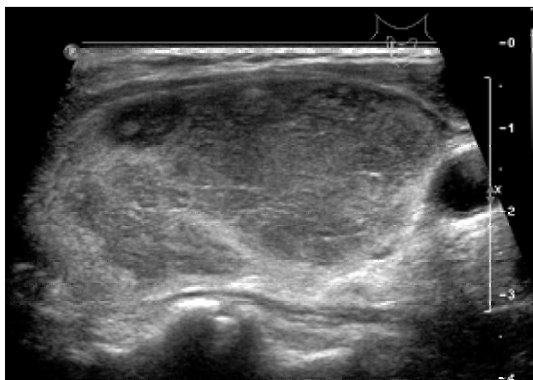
Thyroid ultrasonography reveals underlying diffuse goiter with large multilobulated low echoic mass like lesion nearly occupied the whole right lobe extending to isthmus portion.
